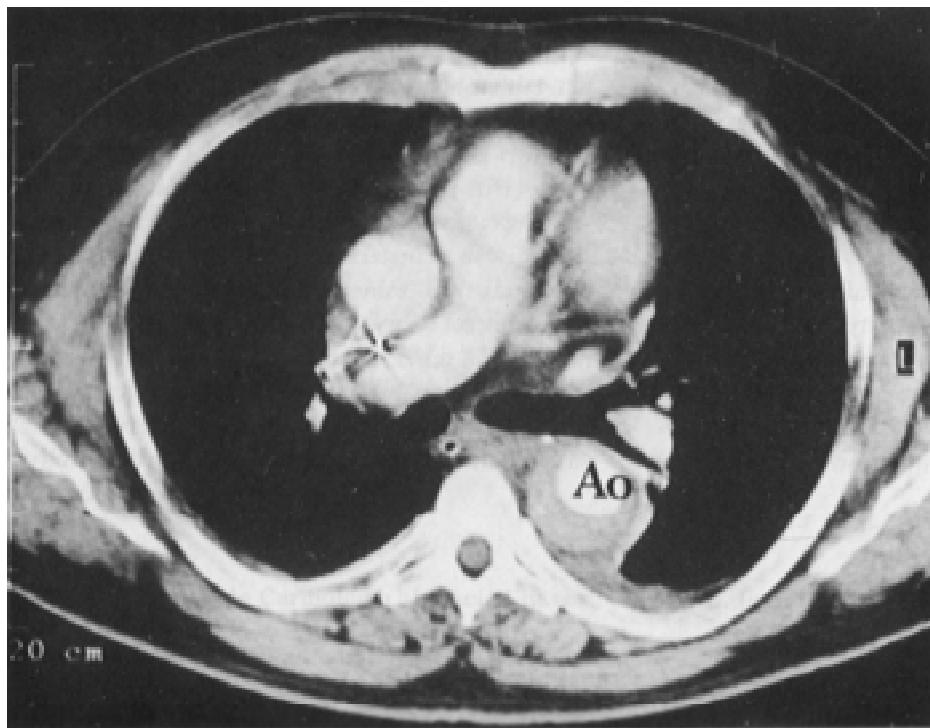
Imagen de tomografía axial computada, obtenida en el mismo paciente de la figura 3, en la que se puede apreciar el engrosamiento de la pared vascular a nivel de la aorta descendente. Ao: aorta descendente.
